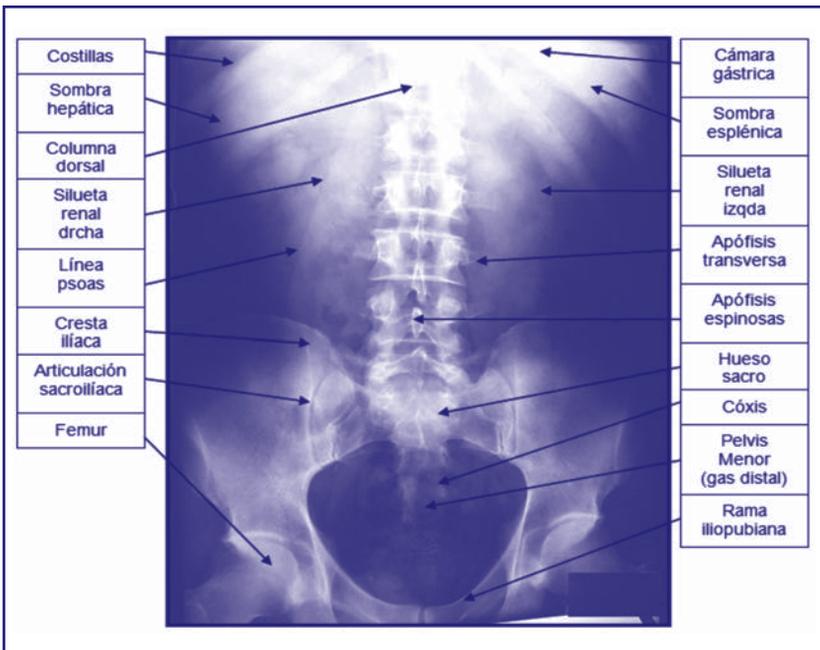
Anatomía normal radiografía simple de abdomen.
